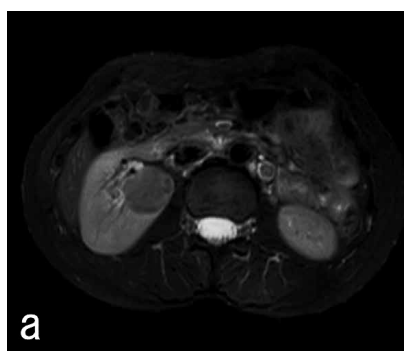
a: A horizontal section on abdominal MRI (T2-weighted image) showed a right renal tumor with relatively uniform low signals and a pseudocapsule.
